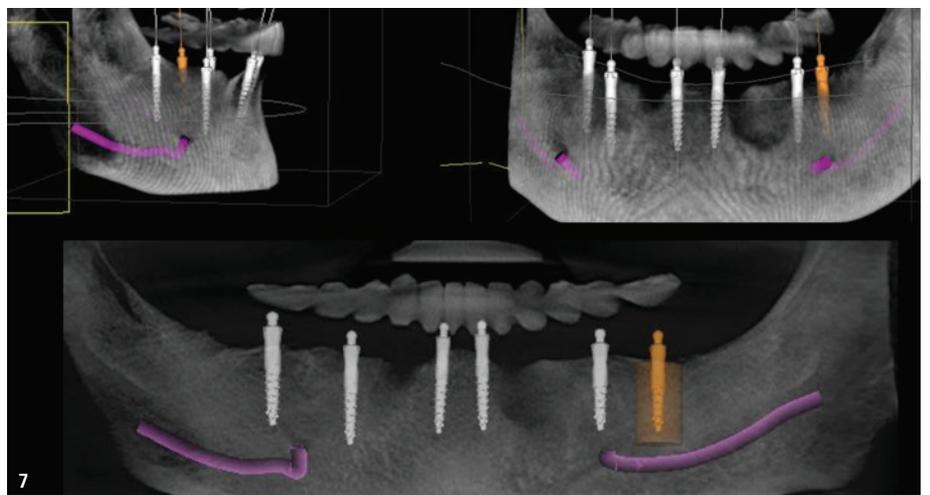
DVT-Schablone mit röntgenopaken Zähnen. Die anhand des DVT-Bildes gefertigte Schablone.
